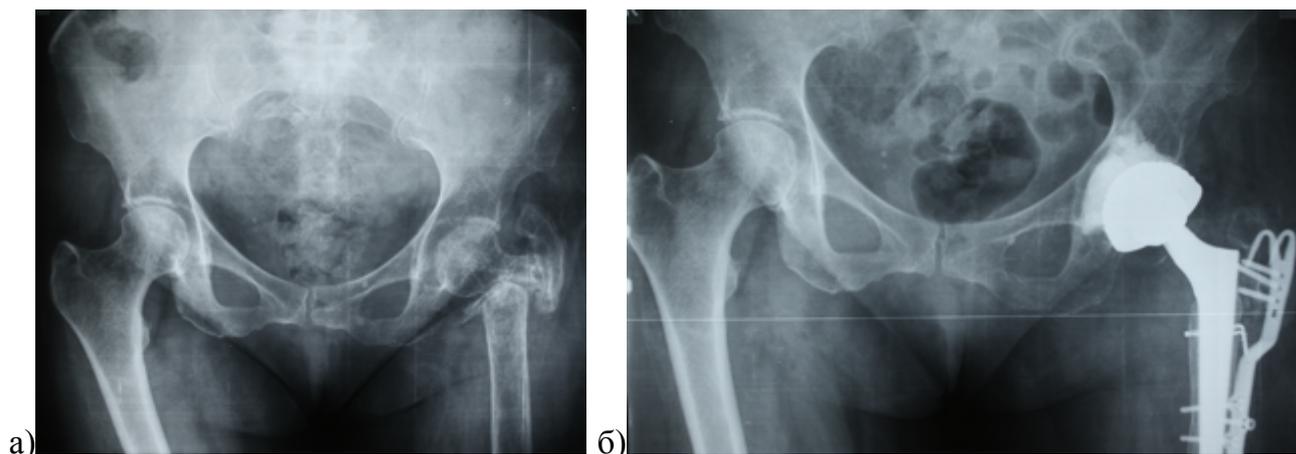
Рентгенограммы таза пациентки 72 лет, которая лечилась консервативно по поводу чрезвертлочно-подвертлывого оскольчатого перелома: а) через 1,5 года после травмы отмечается значительное укорочение конечности, визуализируется ложный сустав между шейкой бедра и большим вертелом; б) выполнено гибридное эндопротезирование с установкой компонентов минимального размера – цементируемый вертлужный компонент диаметром 47 с двойной мобильностью и бедренный компонент Wagner Cone 13 размера
